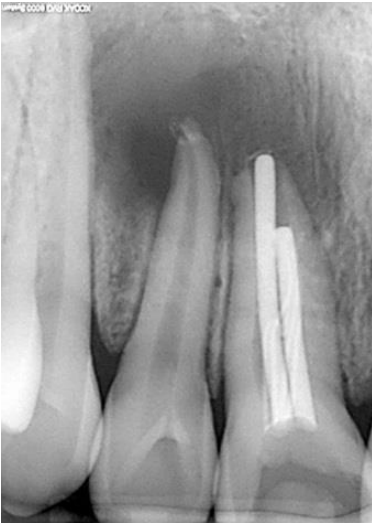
caso 1 - Dentes 11 e 12 com lesão periapical e Fístula entre os elementos
